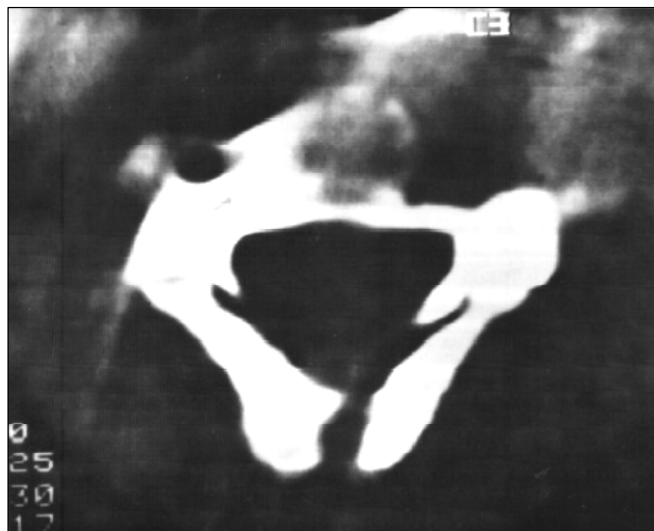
Tomografia computadorizada de coluna cervical mostrando lesão lítica ao nível do corpo de C3, com reabsorção cortical, sem alteração do canal medular
